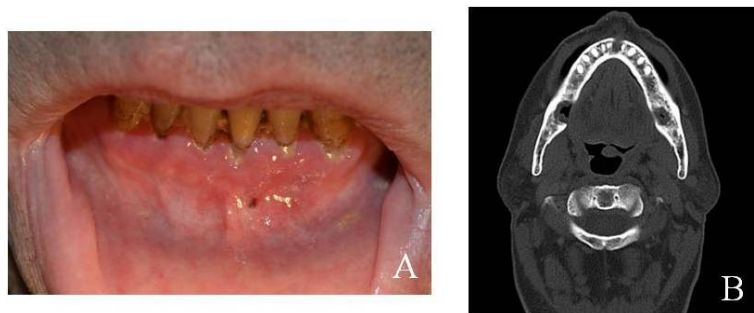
Fotografia de um paciente do Instituto Português de Oncologia (IPO), que foi submetido a radioterapia. A - Fístula vestibular anterior decorrente da radioterapia. B - TAC com imagem de lesão inflamatória associada a uma pequena erosão da cortical vestibular da arcada (Fotografia cedida por Professor Doutor Carlos Zagalo).
